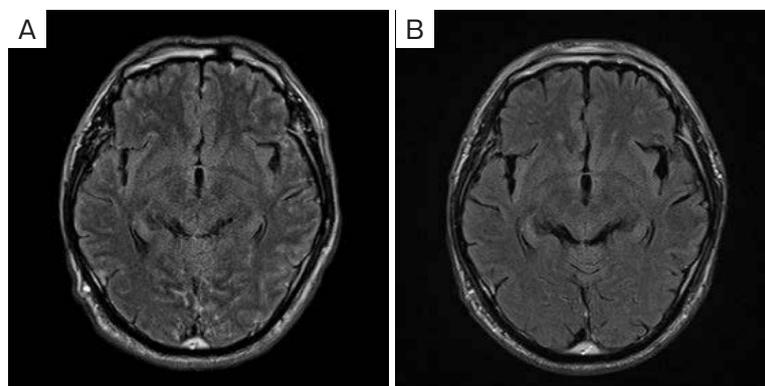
Contrast-enhanced brain magnetic resonance imaging (MRI) findings. (A) MRI at the initial visit, showing multiple brain metastases and neoplastic meningitis. (B) On the 63rd day after initiation of osimertinib administration, the multiple brain metastases had disappeared.
